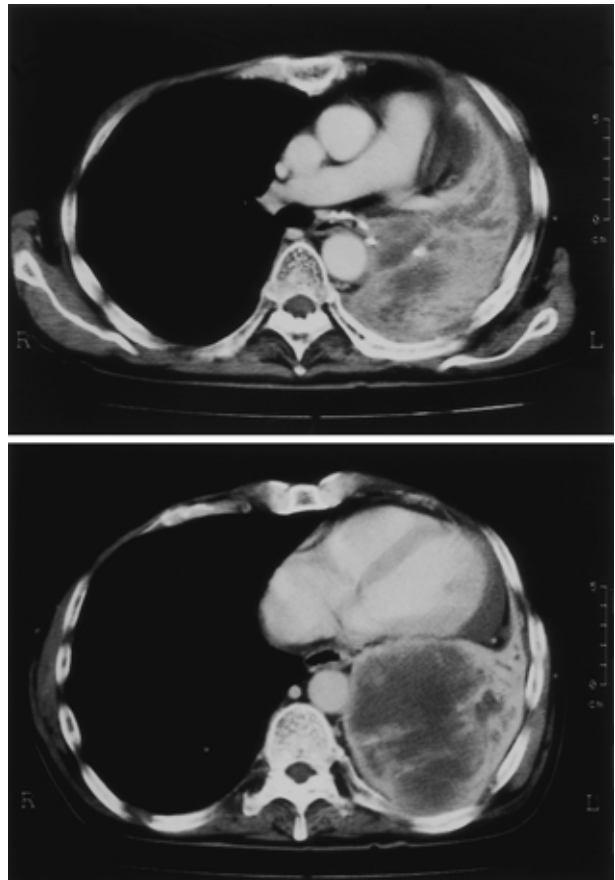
Chest CT scan in May, 1999 shows a tumor in the left S¹⁰. The tumor invaded the left main bronchus through the left hilar lymph nodes.
